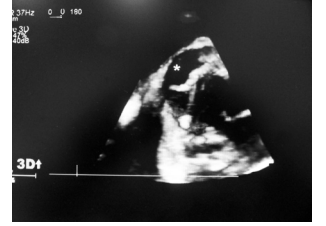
A 3D transesophageal echocardiography showing aortic prosthetic paravalvular leak.
